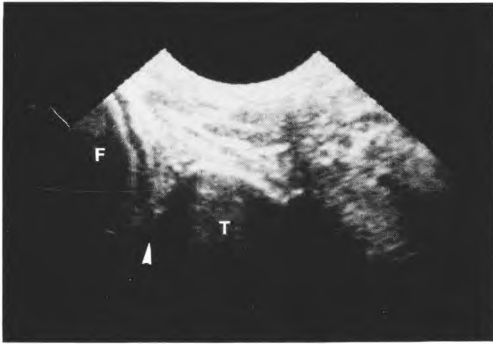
Sonogramm eines Leichenknies nach basisnaher Resektion des Meniskus. Im Gelenkspalt stellt sich ein dreieckförmiges Echomuster dar (Pfeil). FF Femur, TT Tibia
